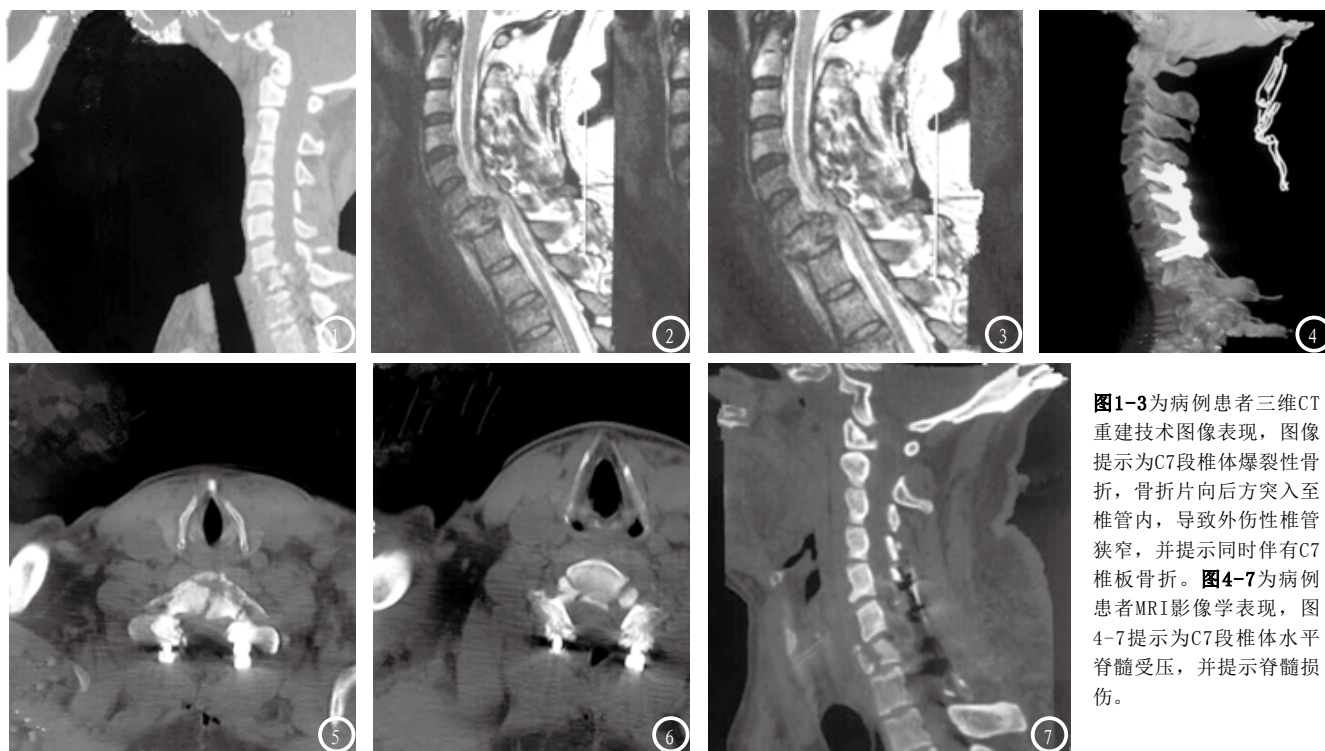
3为病例患者三维CT重建技术图像表现, 图像提示为C7段椎体爆裂性骨折, 骨折片向后方突入至椎管内, 导致外伤性椎管狭窄, 并提示同时伴有C7椎板骨折。图4-7为病例患者MRI影像学表现, 图4-7提示为C7段椎体水平脊髓受压, 并提示脊髓损伤。
